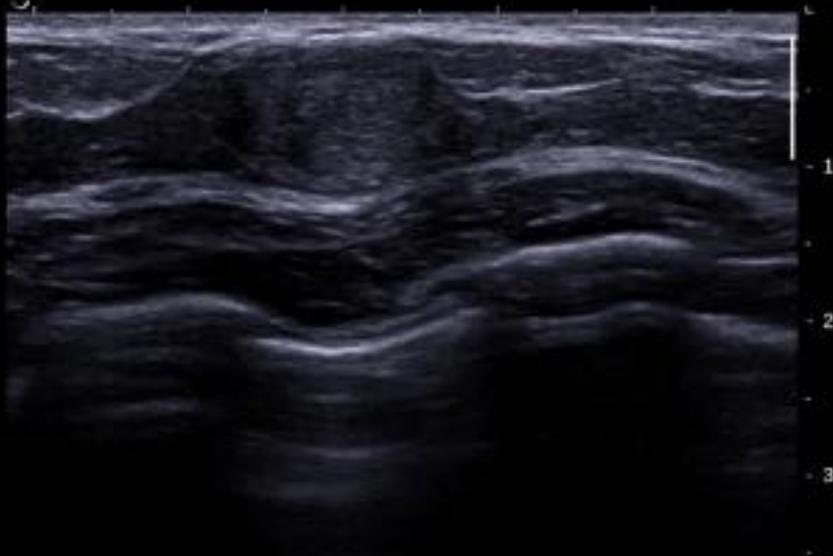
Mujer de 30 años que consulta por palpación de tumoración en la mama izquierda; por ecografía se corresponde con una lesión hiperecoica de márgenes circunscritos que por biopsia se corresponde con un fibroadenoma.
